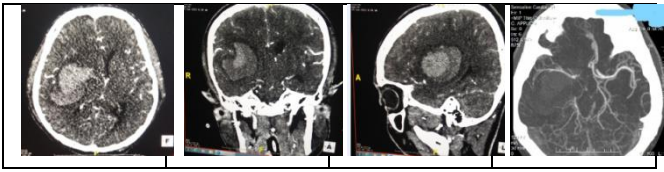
Gambar Rekonstruksi MPR CT Angiografi kepala dengan kasus tumor
